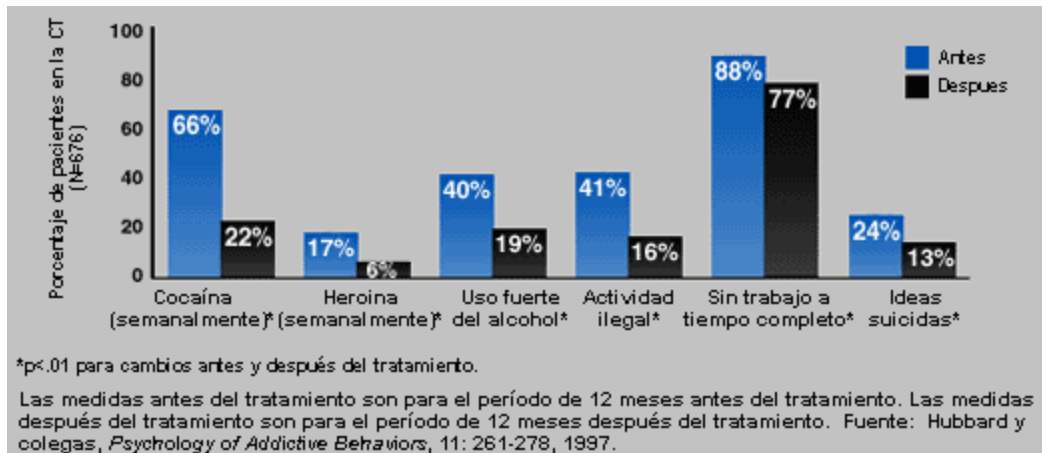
Cambios antes y después del tratamiento reportados por los propios pacientes de las CT residenciales de largo plazo.
